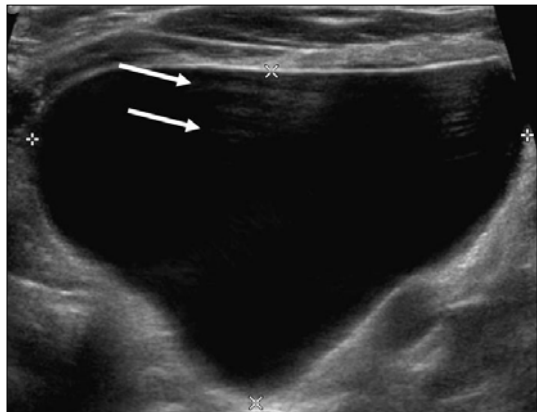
Reverberation artifacts arise when the ultrasound signal reflects repeatedly between highly reflective interfaces near the transducer, resulting in delayed echo return to the transducer. This appears in the image as a series of regularly spaced echoes at increasing depth (arrows).
